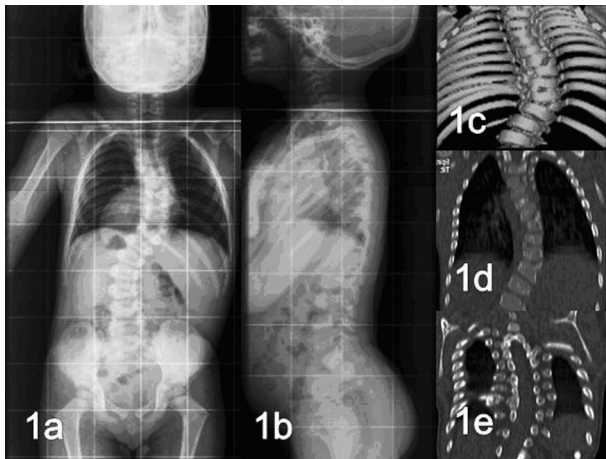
Escoliosis congénita torácica con malformaciones vertebrales y costales asociadas en un paciente varón de 3 años de edad. El estudio preoperatorio incluía radiografías en las proyecciones de frente (1a) y perfil (1b), estudio con tomografía computarizada y reconstrucción tridimensional de las anomalías encontradas (1c, 1d, 1e)
